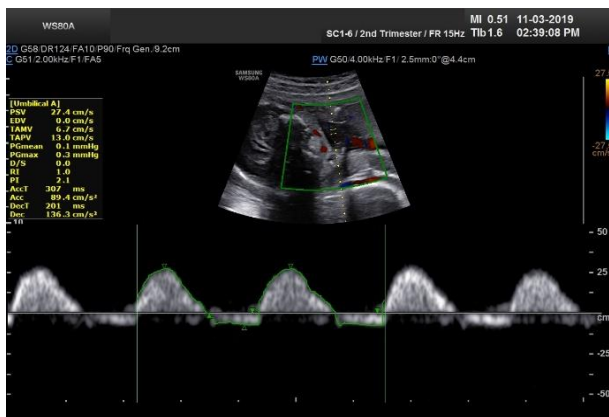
Hình ảnh Doppler Động mạch rốn
